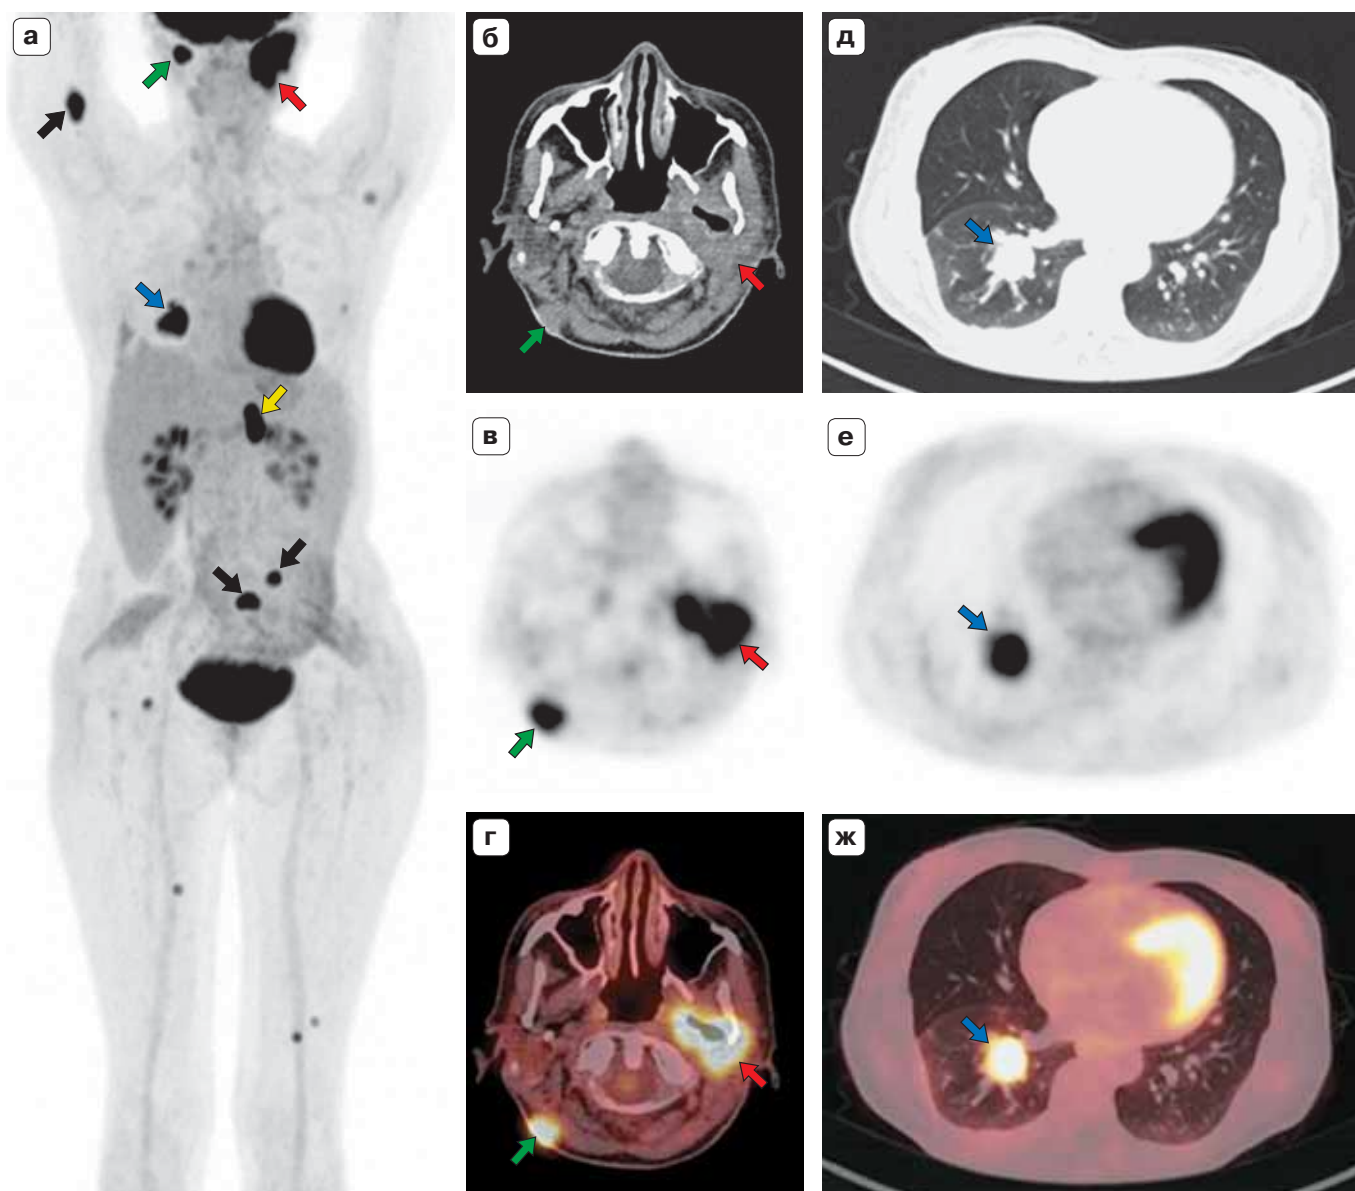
ПЭТ/КТ с ^{18}F -ФДГ. Первично-множественные злокачественные новообразования: мукоэпидермоидный рак левой околоушной слюнной железы и рак правого легкого. а – МIP ПЭТ во фронтальной реконструкции; б, д – аксиальные срезы КТ, в, е – ПЭТ, г, ж – совмещенное ПЭТ/КТ-исследование: очаговое накопление ^{18}F -ФДГ в околоушной слюнной железе (красные стрелки) с наличием свищевого хода, в образовании нижней доли правого легкого (синие стрелки), в метастатическом узловом образовании мягких тканей верхней трети шеи справа (зеленая стрелка), в метастазе в левом надпочечнике (желтая стрелка), во множественных метастазах в костях (черные стрелки указывают на наиболее метаболически активные очаги).
